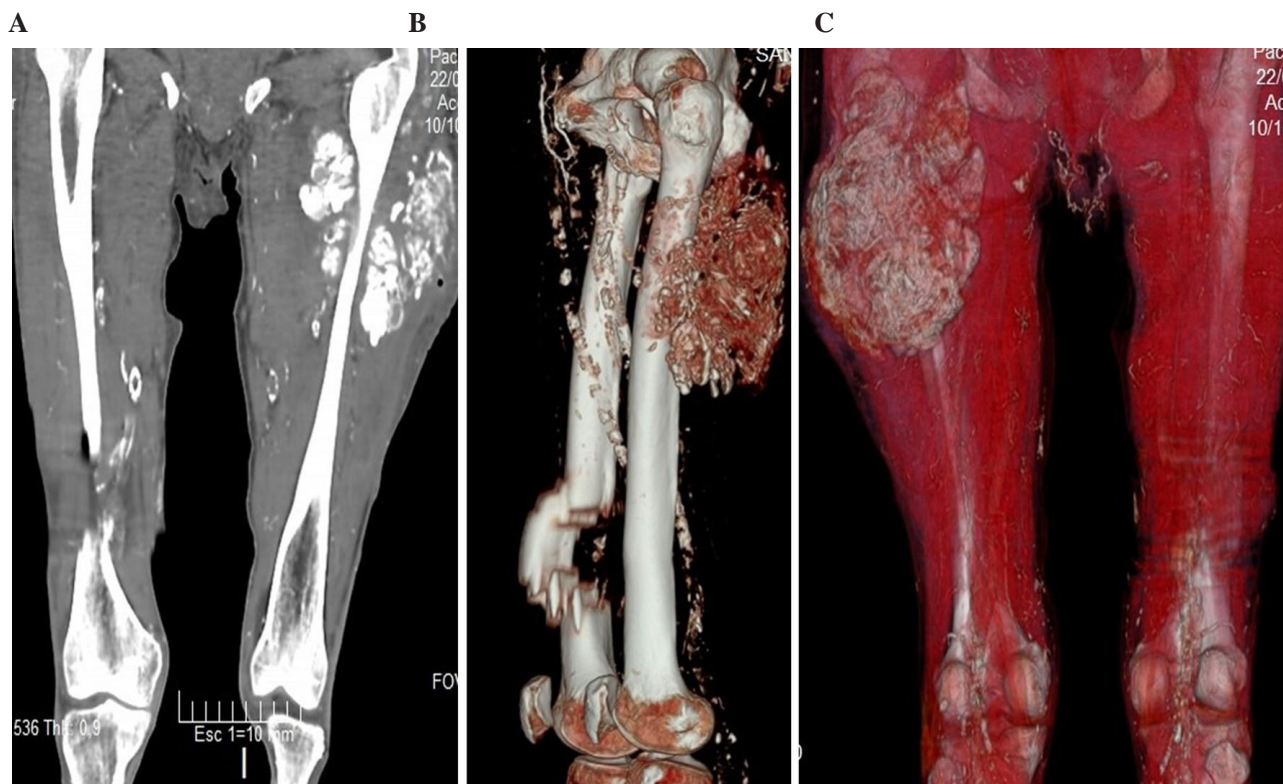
TAC simple de muslo. A. Se observa imagen compatible con densidad de calcio en muslo-izquierdo. B. Imagen lateral con reconstrucción ósea, donde se observa calcificación de arterias femorales. C. Reconstrucción de tejidos donde se observa la masa cálcica en muslo, además calcificación de arterias espermáticas.
